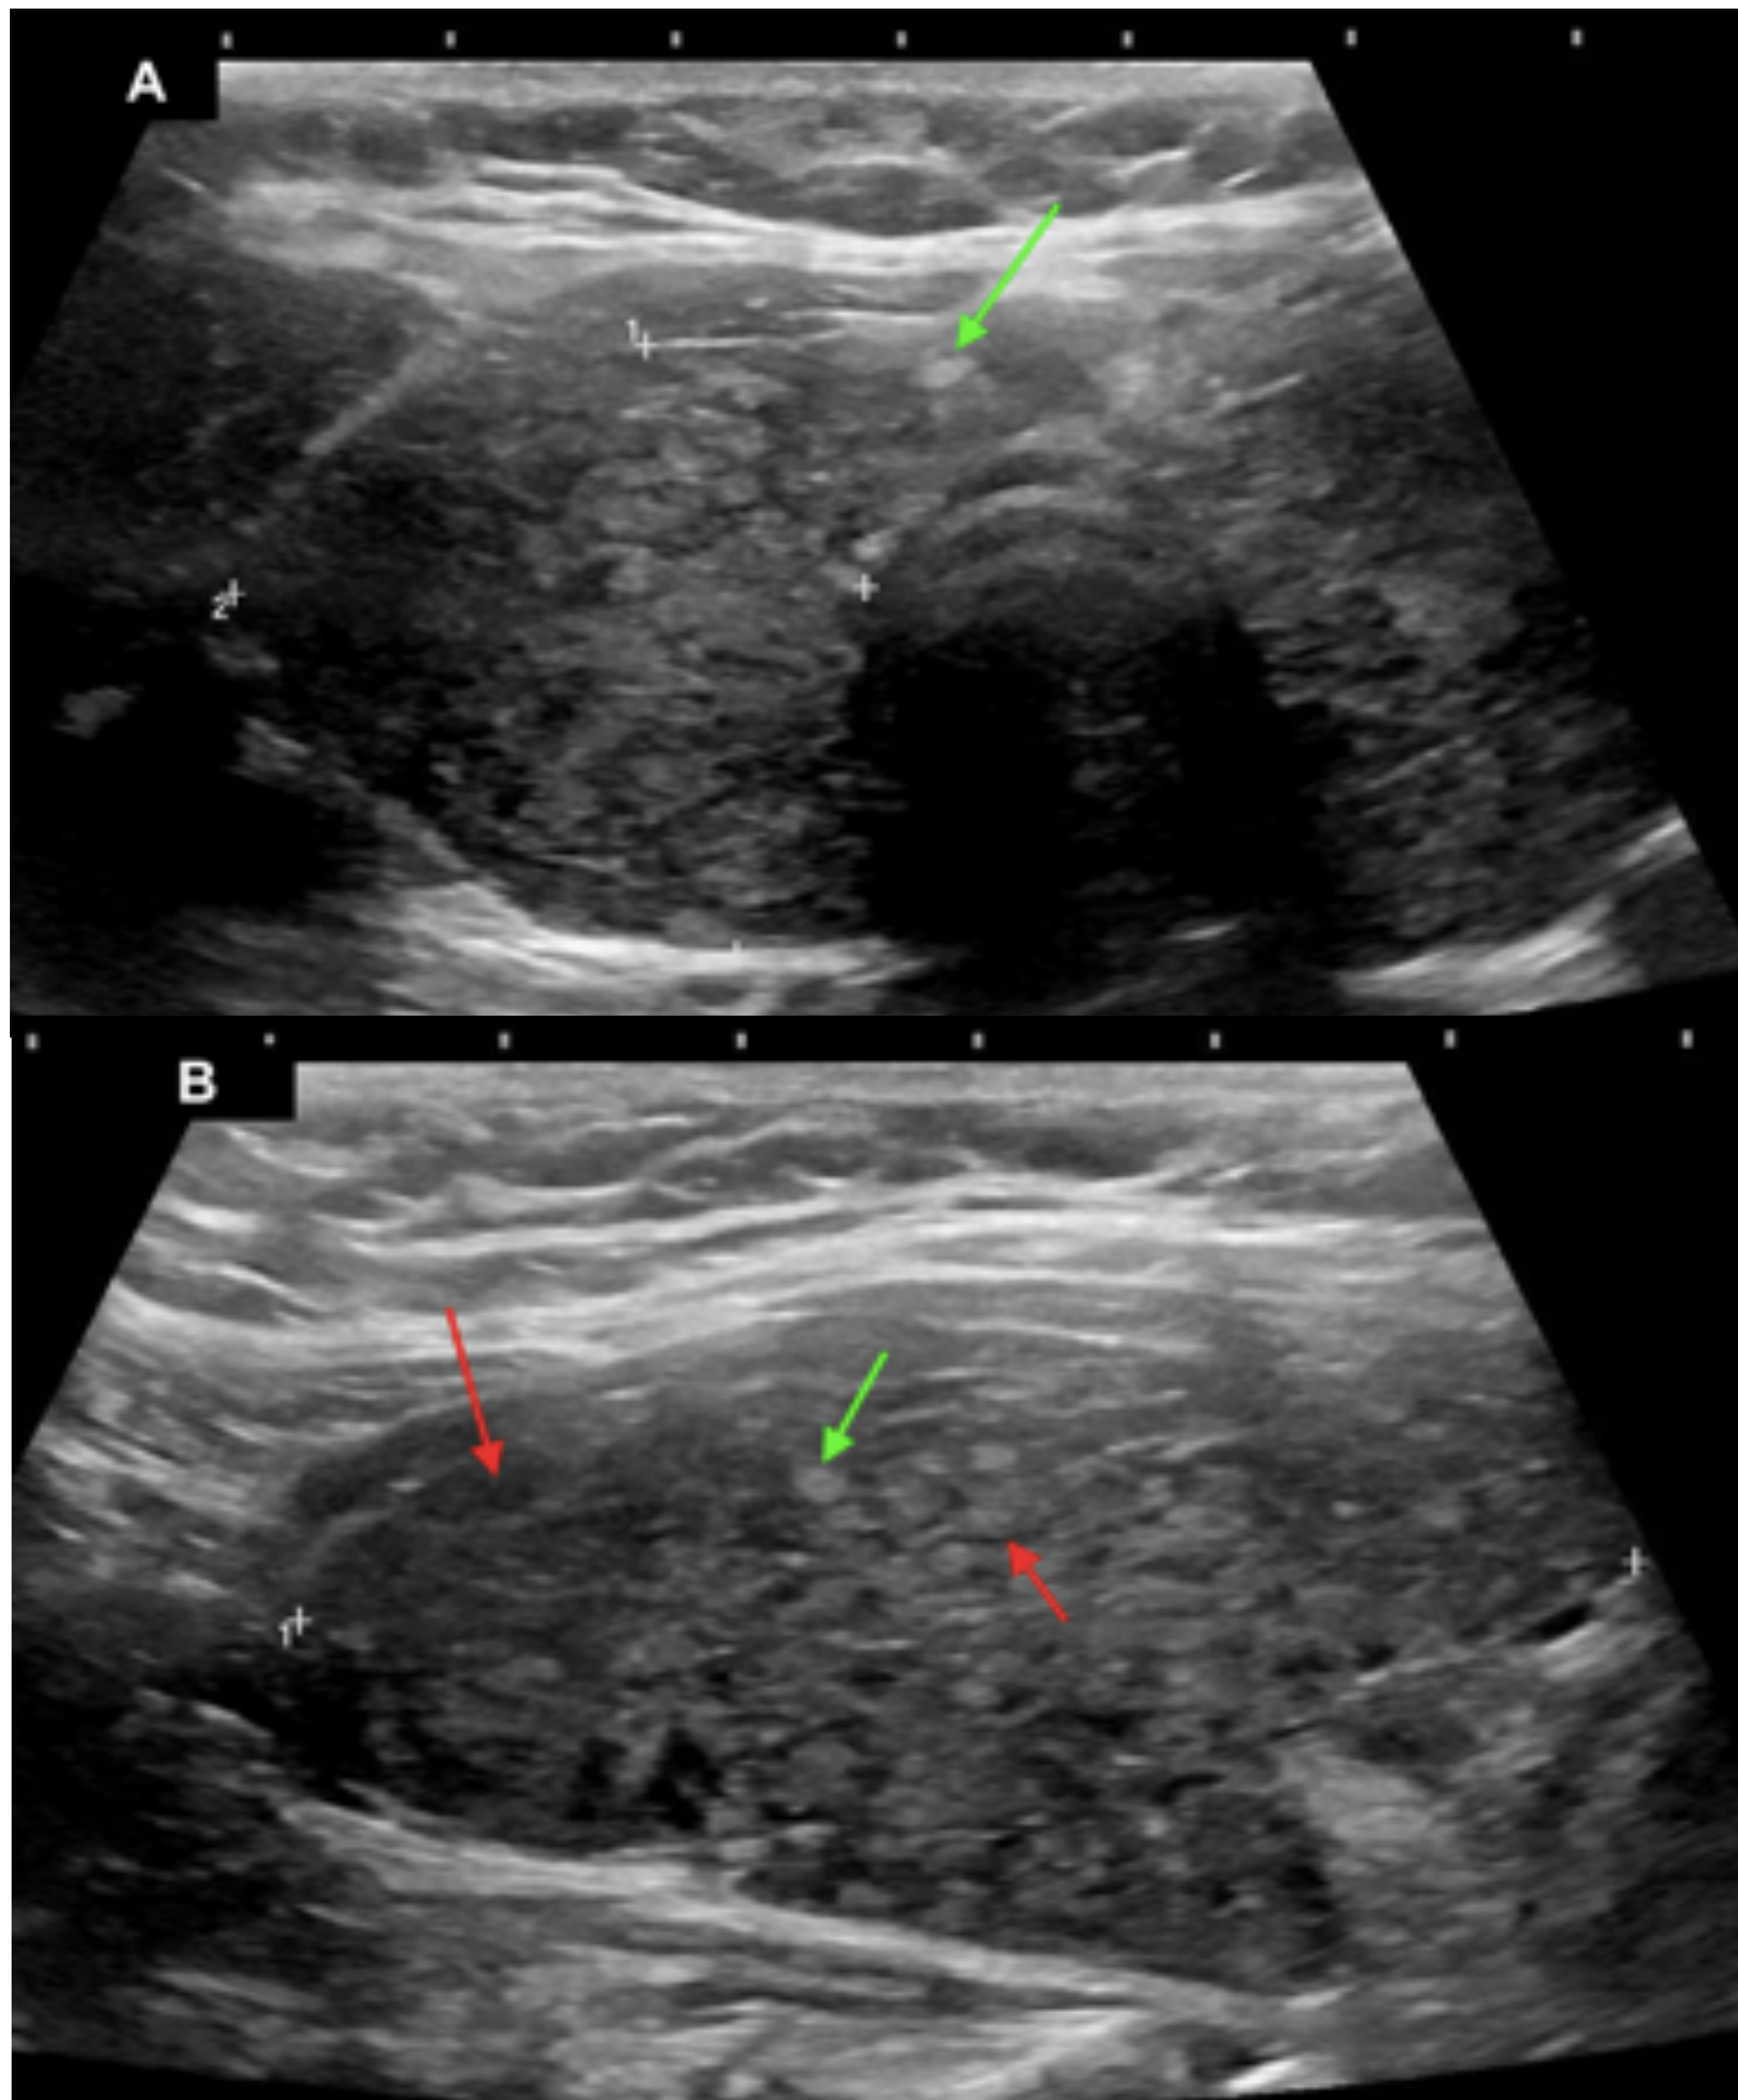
Tiroiditis de Hashimoto. Patrón pseudonodular en “piel de jirafa”. Ecografía de tiroides en modo b en plano axial (A) y longitudinal (B). Se observa tiroides aumentado de tamaño con ecogenicidad disminuida y ecoestructura heterogénea. Presenta áreas hiperecogénicas de fibrosis (flecha verde) rodeadas de septos hipoecogénicos que representan el infiltrado linfocitario (flecha roja). La vascularización está disminuida en las áreas hiperecogénicas de fibrosis. Estos hallazgos son indicativos de tiroiditis de Hashimoto en paciente con clínica-analítica concordante.
